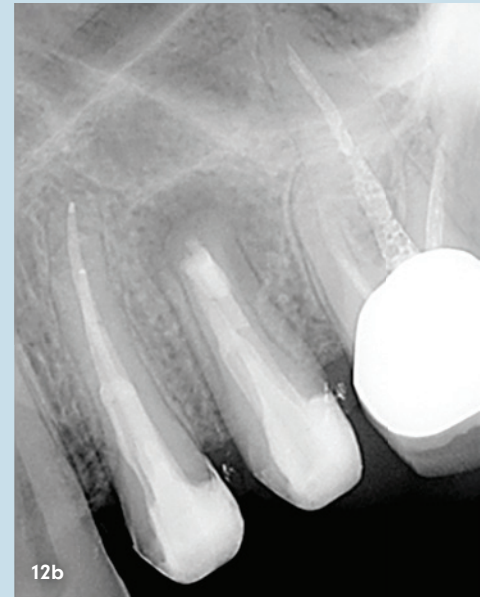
+b: Röntgenologische Sechsmonatskontrolle (a) sowie Einjahreskontrolle (b). – Abb. 13a: Darstellung des Neoapex nach Methylenblaufärbung. – Abb. 13b: Retrograder MTA Verschluss. – Abb. 13c+d: Röntgenologische Kontrolle nach erfolgreicher Wurzelspitzenresektion in orthoradialer Projektionsrichtung (c) und in mesial-exzentrischer Projektionsrichtung (d).
